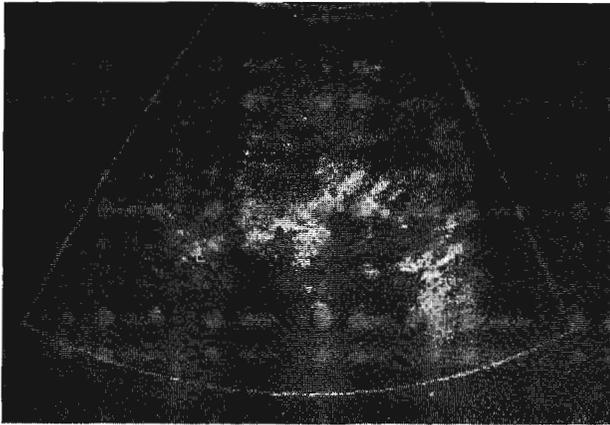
Ultrasonido abdominal. Se observa la tumoración con ecogenicidades, sin sombra sónica, y un tercer riñón en la pelvis derecha, con pieloectasia en los tres riñones.
